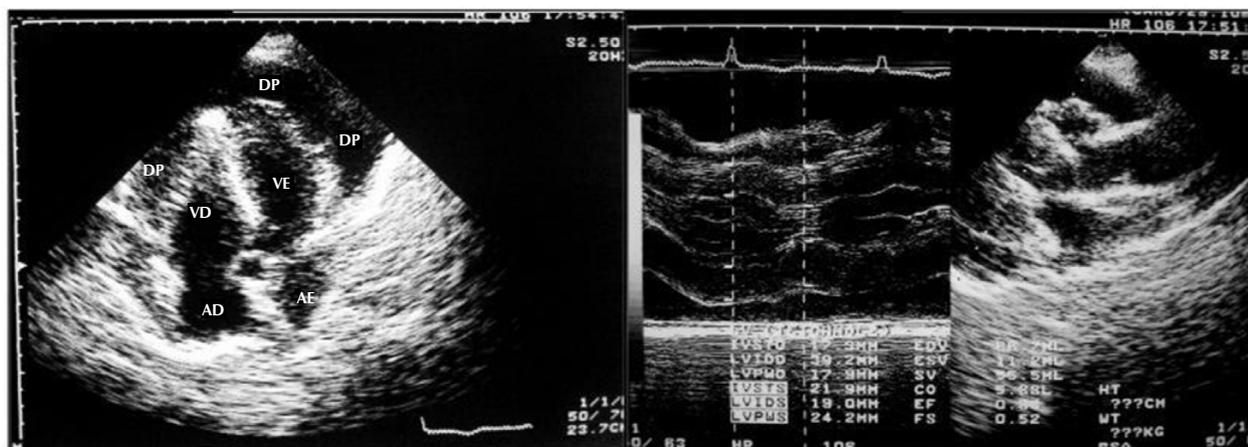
Ecocardiograma: Aumento acentuado da espessura miocárdica. Belém, 2022.
